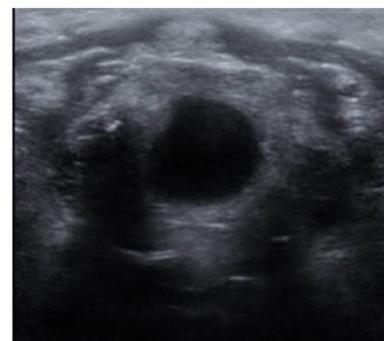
Ecografía cervical que muestra una estructura anecoica bien delimitada compatible con quiste de vallécula.
